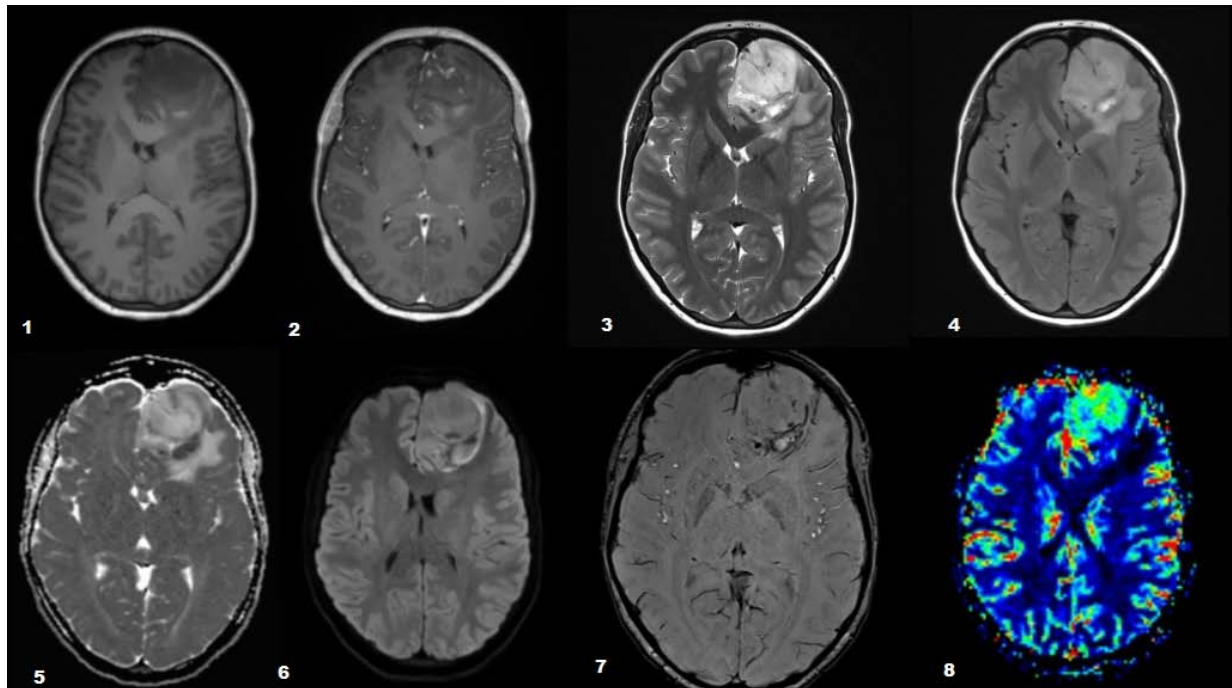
IRM : : 1. Séquence axiale T1 2. Séquence axiale T1 C+ 3. Séquence axiale T2 4. Séquence axiale Flair 5. Séquence axiale ADC 6. Séquence axiale DWI 7. Séquence axiale SWI 8. Séquence axiale perfusion CBV.
